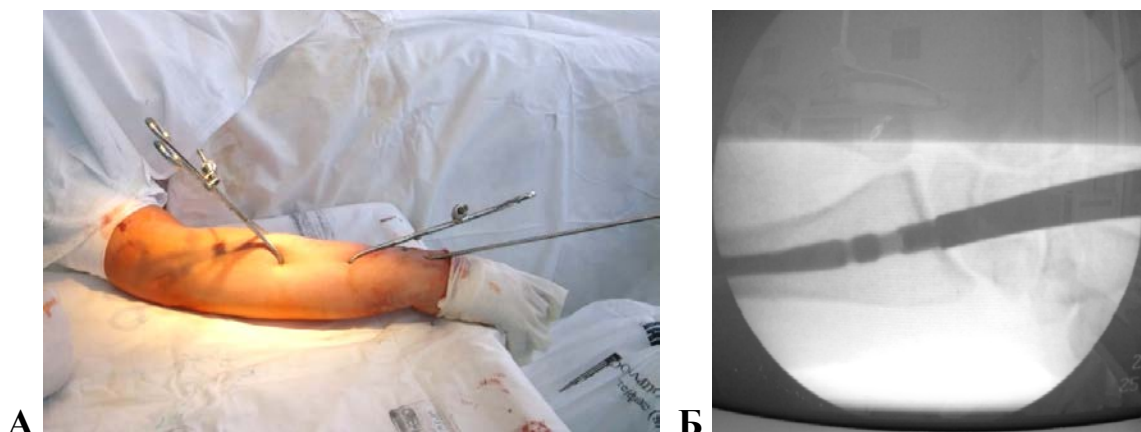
Проведение закрытой репозиции при помощи костных щипцов (А); рентгенологический контроль имплантации стержня (Б)
